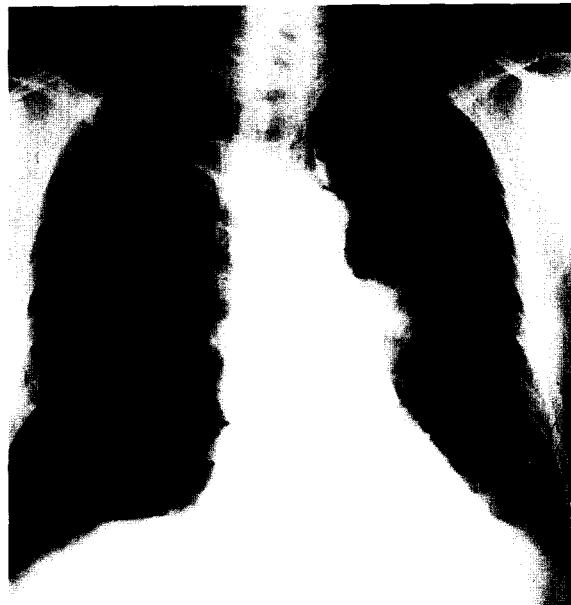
Plain chest X-ray showing left hilar enlargement and minimal atelectatic changes in the left lower lobe.
